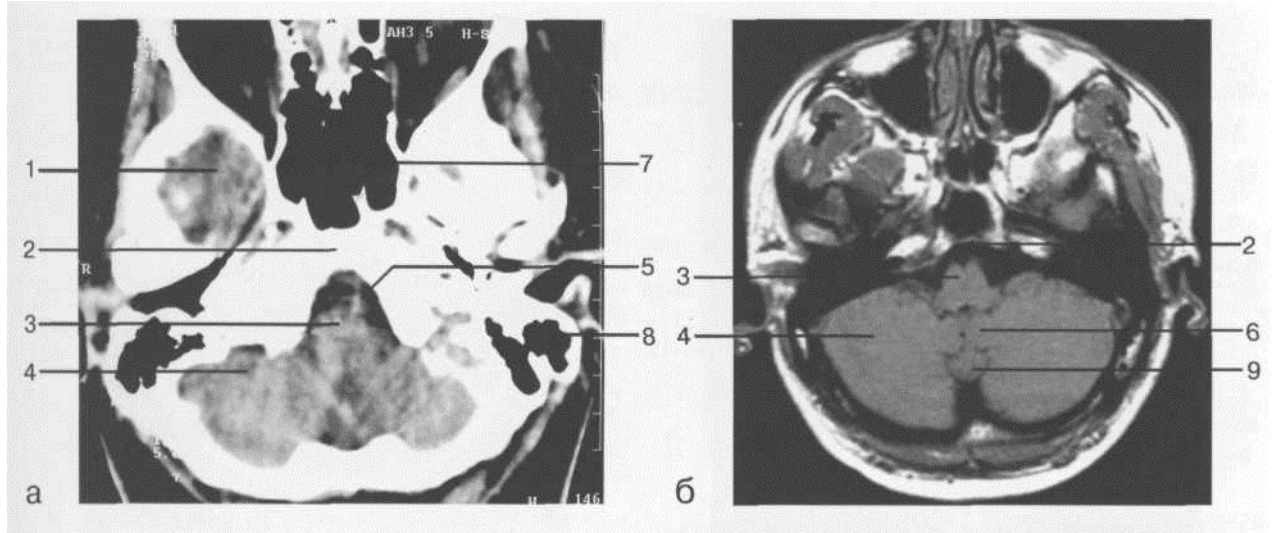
Уровень над большим затылочным отверстием: а — аксиальный срез КТ; б — аксиальный срез МРТ (Т1-ВИ); в — аксиальный срез МРТ (Т2-ВИ).
